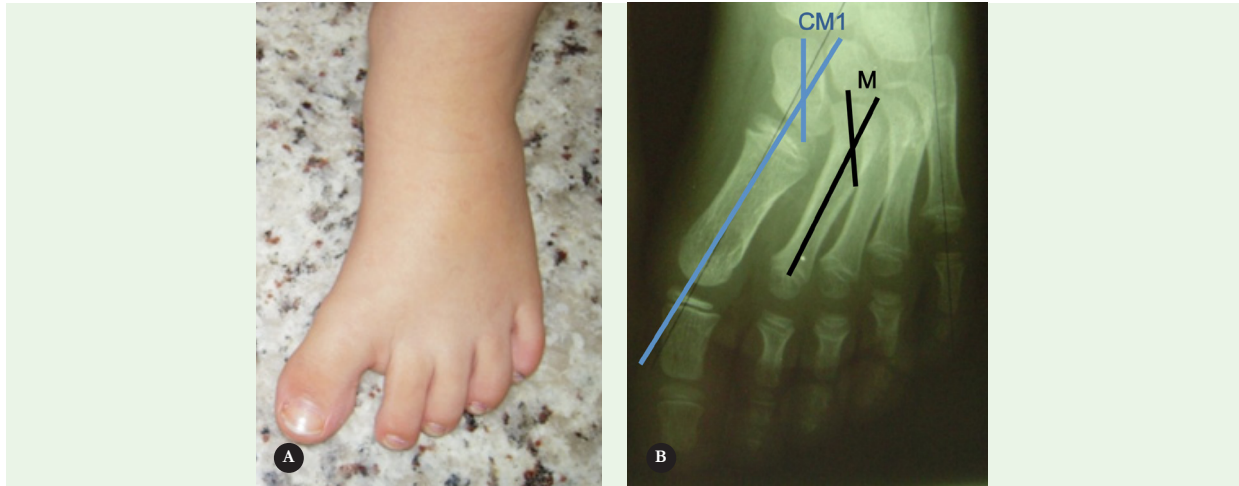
Radiografia em paciente de 5 anos com metatarso varo (A) mostrando o ângulo CM1 (mede a angulação medial da primeira articulação cúneo-metatarsal), que tem obliquidade medial, e o ângulo M (grau de encurvamento metafisário). Note, ainda, o cuneiforme medial com formato trapezoidal (B).
